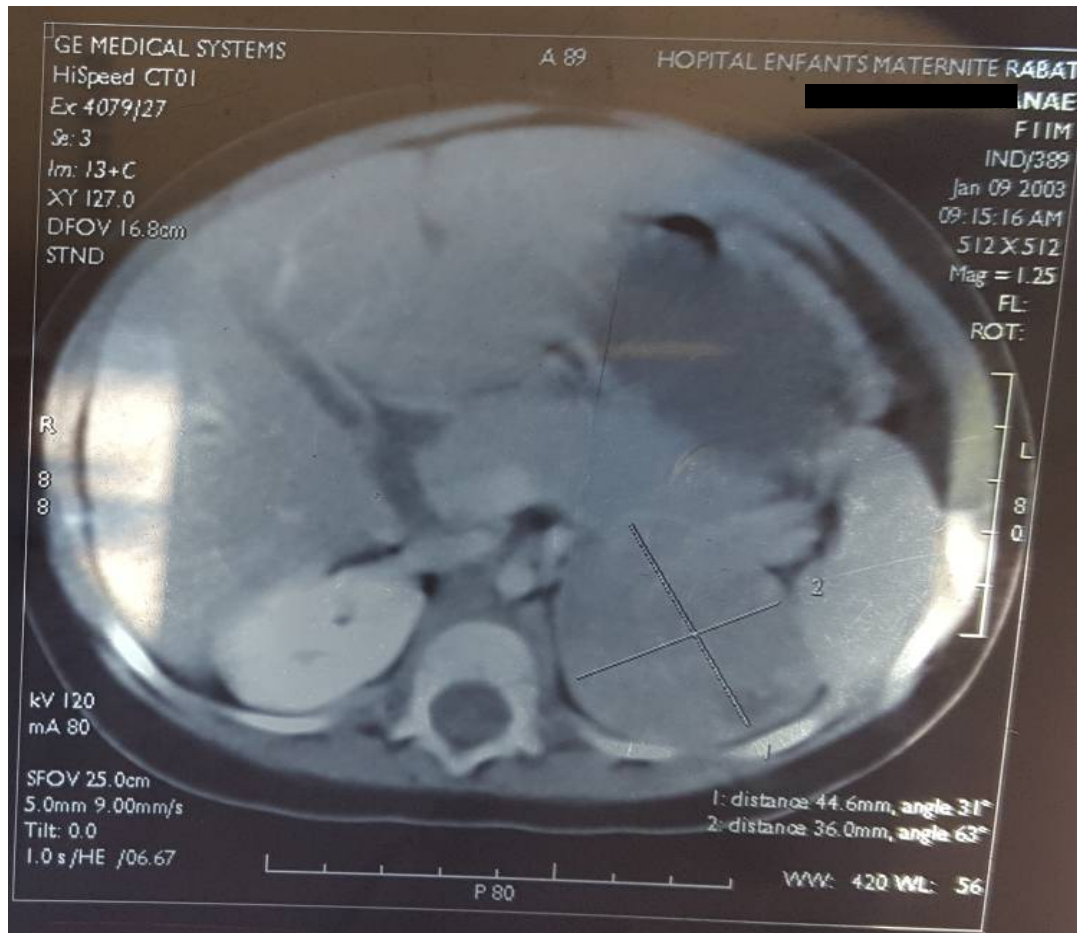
TDM abdominale de la patiente 2
